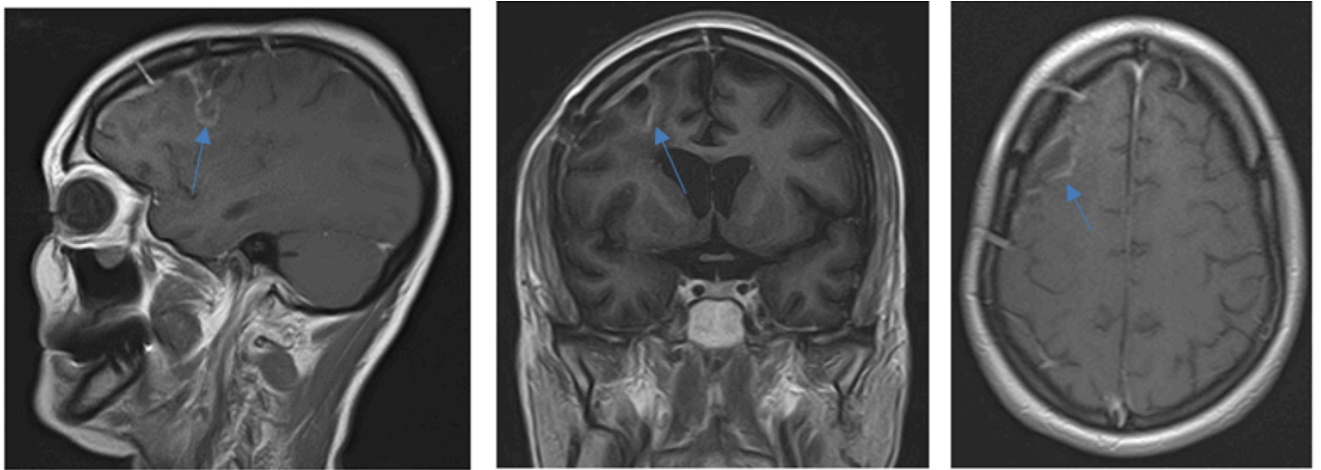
МРТ головного мозга с контрастным усилением (31.05.2017г): а – сагиттальная проекция, б – коронарная проекция, в – аксиальная проекция. Отмечается активное накопление контраста в стенках послеоперационной кисты с формированием очагов в нижнемедиальных отделах
